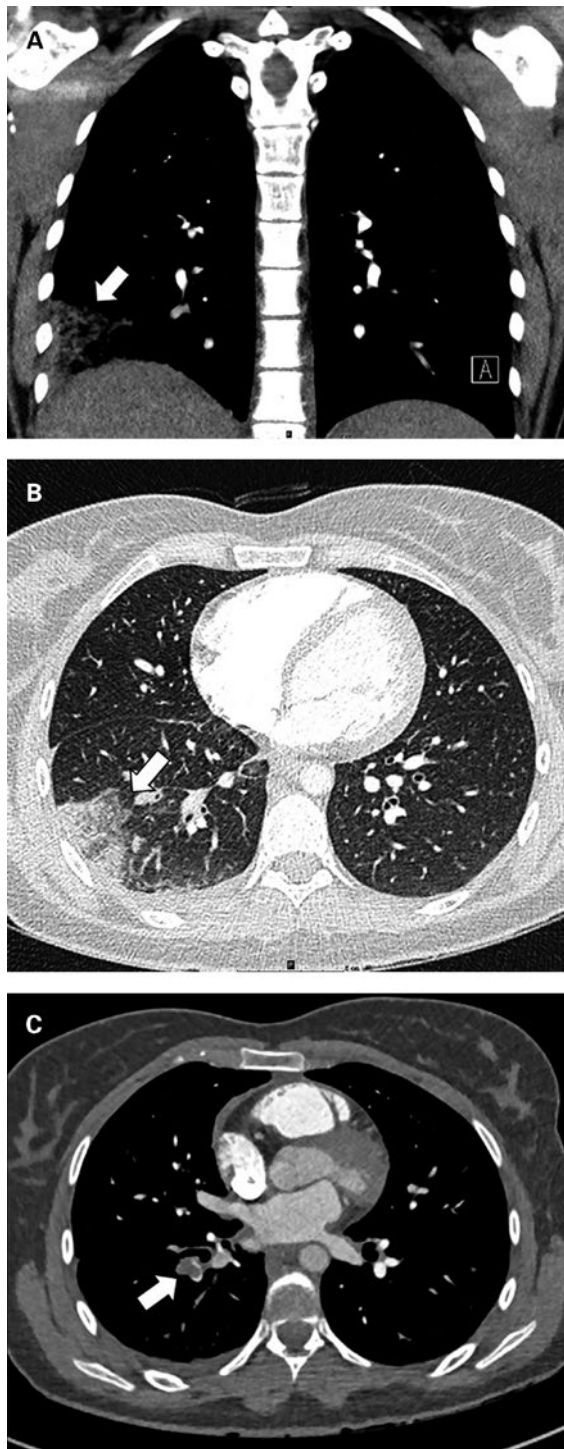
Computertomographie des Thorax.
